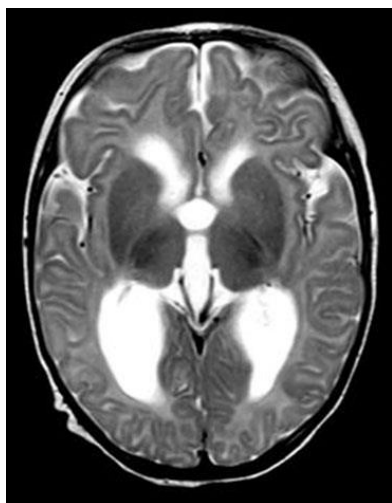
МРТ головного мозга пациента 1 в возрасте 5 мес.
